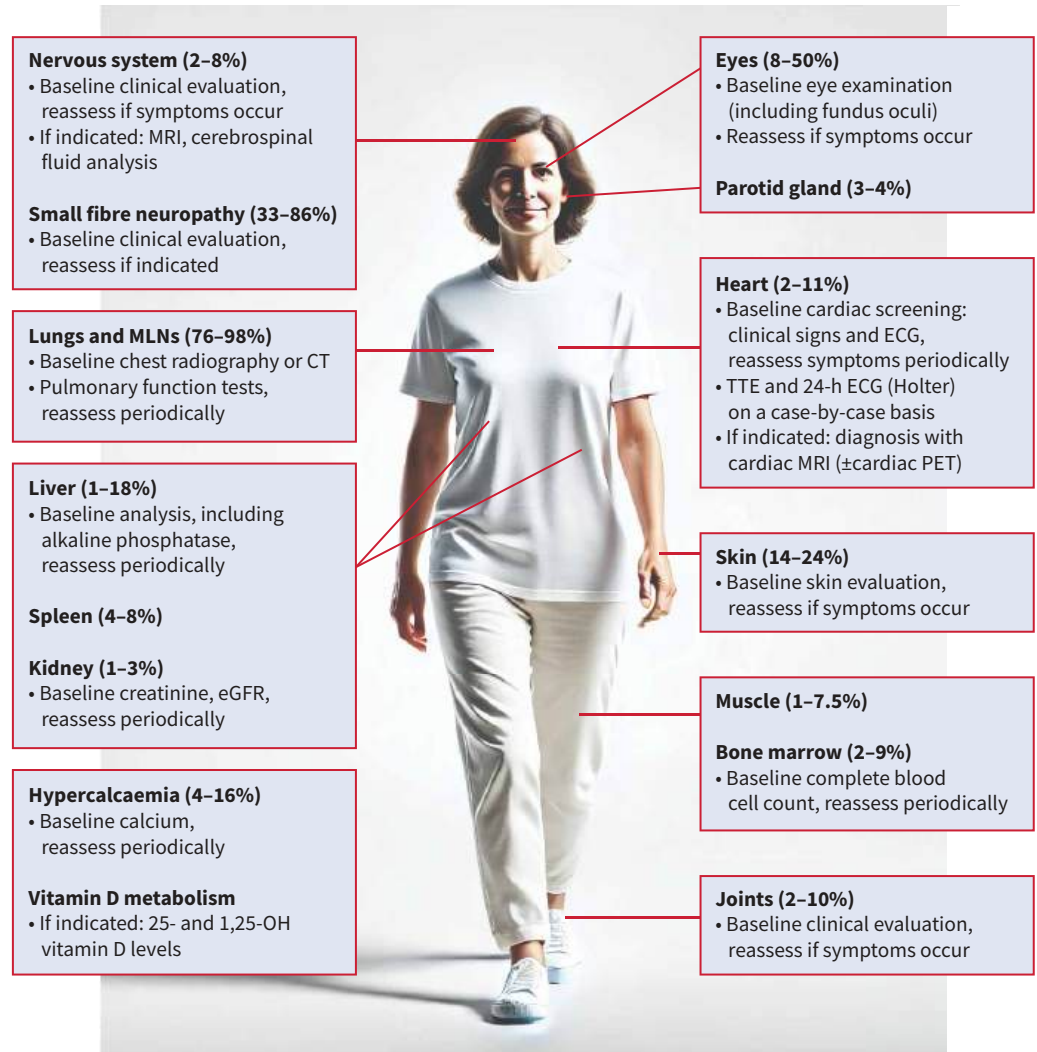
Estimated prevalence of extrathoracic disease and proposed assessment [24, 64–67, 89, 90]. MRI: magnetic resonance imaging; MLN: mediastinal lymph node; CT: computed tomography; eGFR: estimated glomerular filtration rate; TTE: transthoracic echocardiography; PET: positron emission tomography. Image of female figure generated with AI (ChatGPT). Figure partially created using BioRender.com.
